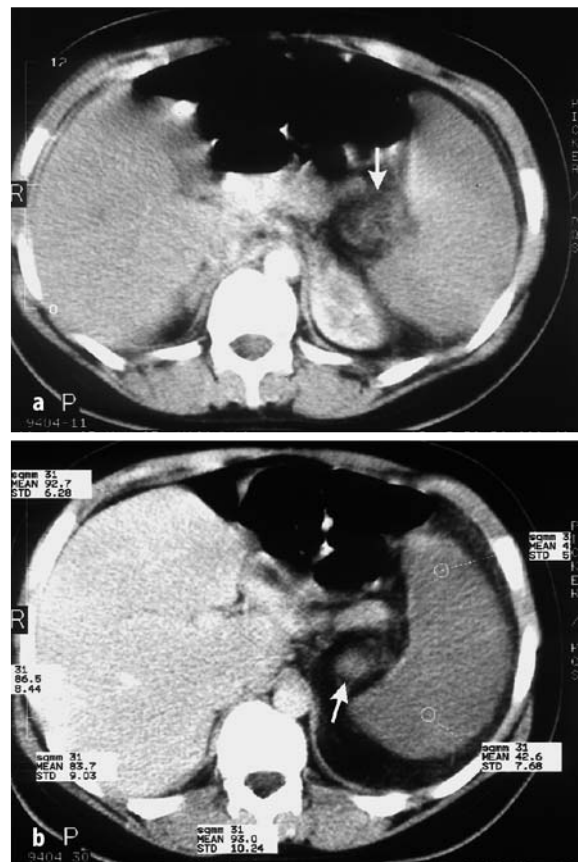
► a Computertomographie des Oberbauches mit Splenomegalie und typischer vortexartiger Struktur des lienalen Gefäßhilus (Pfeilmarkierung). b Computertomographie des Oberbauches nach Kontrastmittelapplikation: Kontrastmittelenhancement der Leber, fehlendes Enhancement der vergrößerten Milz und der Nebenmilz (Pfeilmarkierung) als Zeichen der ischämischen Infarzierung
